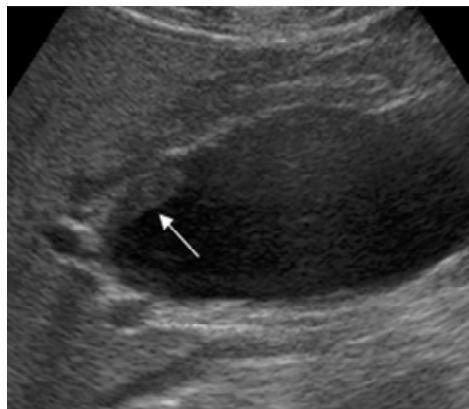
Ultrasonido que muestra un quiste de colédoco asociado a un colangiocarcinoma²²
